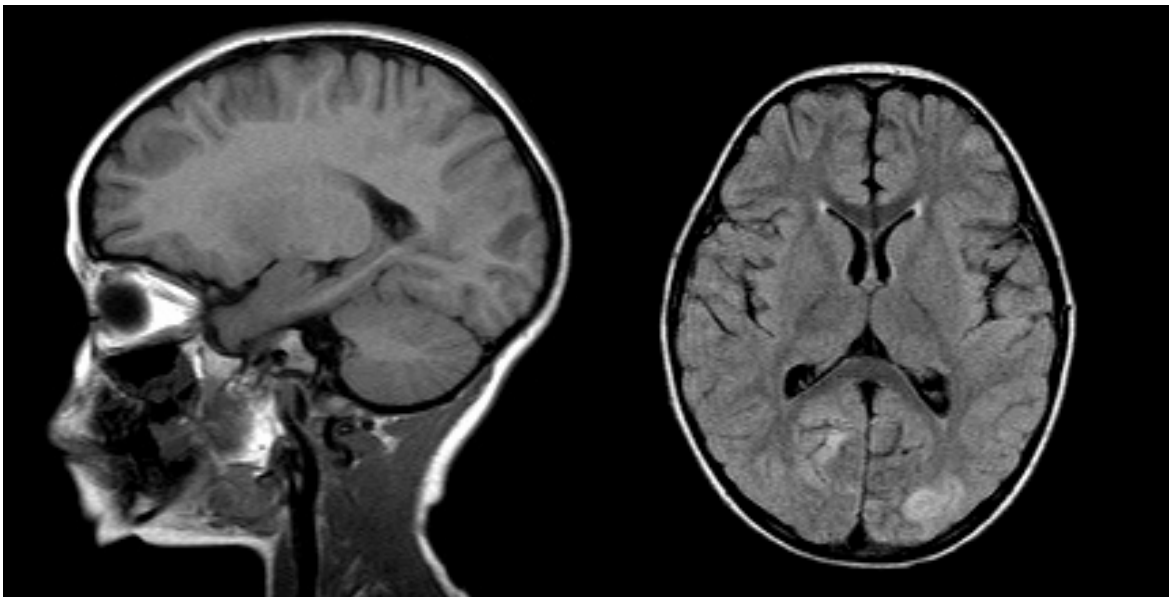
Resonancia magnética del paciente 2 que muestra múltiples lesiones corticosubcorticales de localización predominante en regiones frontal, temporal y occipital bilateral con hiposeñal en las secuencias potenciadas en T1 (izquierda) e hiperseñal en FLAIR (derecha).
